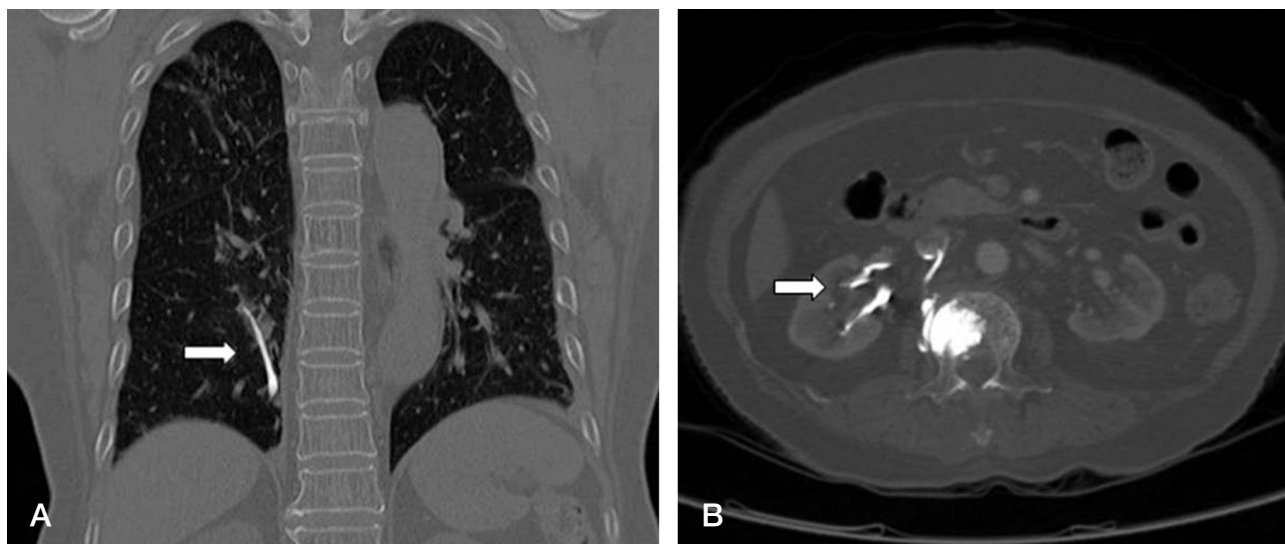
Computed tomography (CT) demonstrates the presence of radiodense cement material in the segmental pulmonary arteries of the right posterior lung (arrow) (A) and in the renal vein and interlobar renal vein of the right kidney (arrow) (B).
